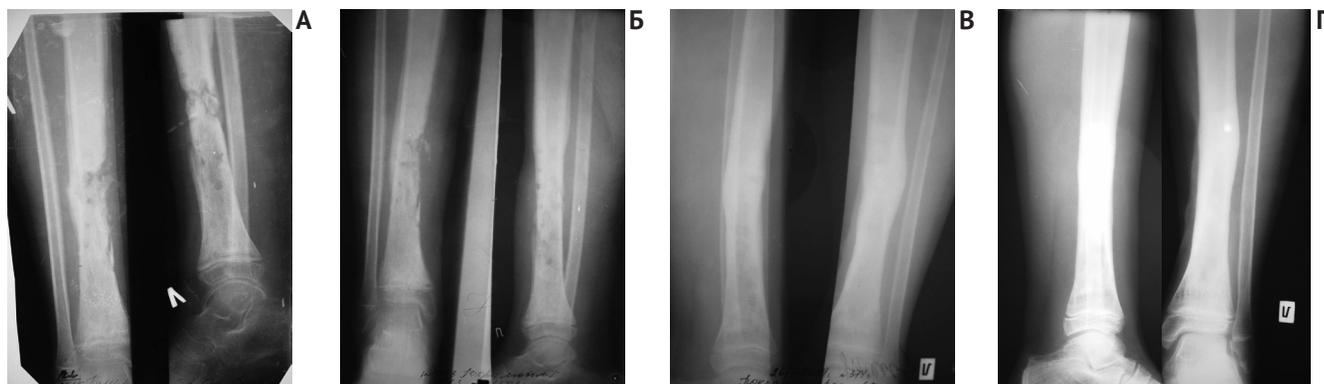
Рентгенограмма больной П. 9 лет с острым гематогенным остеомиелитом:
